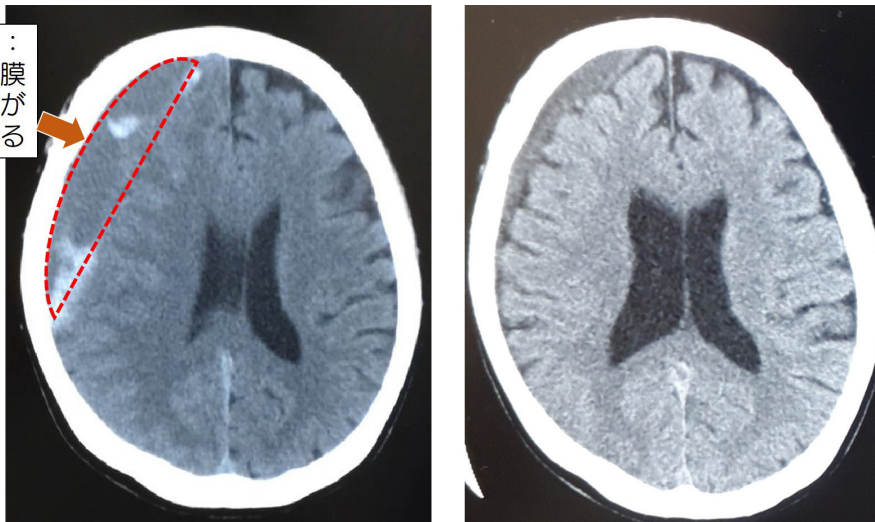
慢性硬膜下血腫により圧迫された脳(左)と回復しつつある状態(右) (CT画像)
